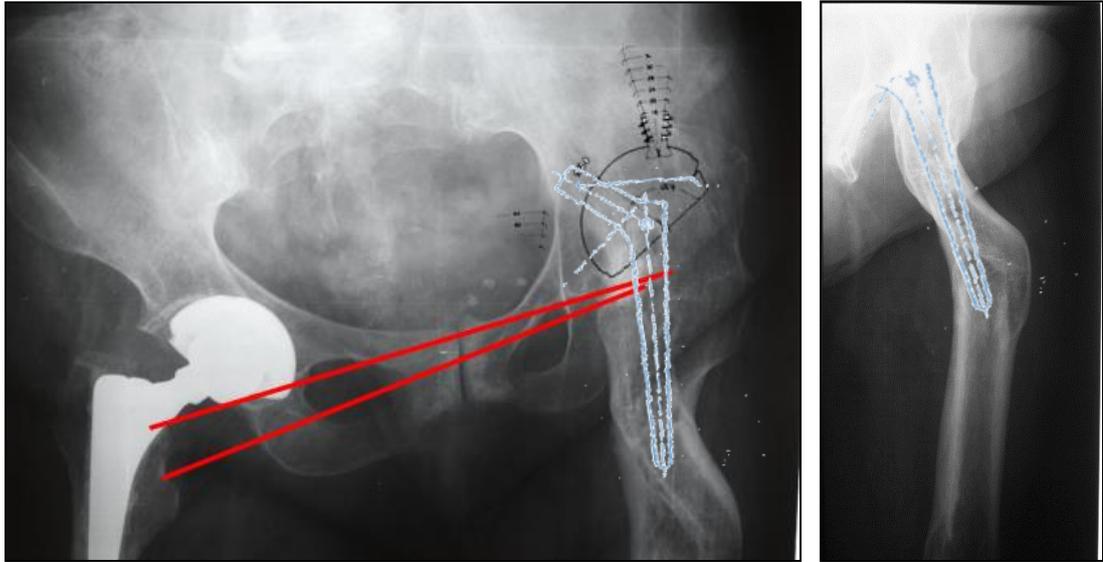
Рентгенограммы пациентки 67 лет с двухуровневой многоплоскостной деформацией правой бедренной кости: а – на обзорной рентгенограмме таза укорочение конечности 15 мм, планируемая установка вертлужного компонента – близко к истинному центру ротации, визуализируется возможность для установки бедренного компонента Wagner Cone 13 мм; б – на рентгенограмме тазобедренного сустава в боковой проекции визуализируется возможность для установки бедренного компонента Wagner Cone 13 мм
